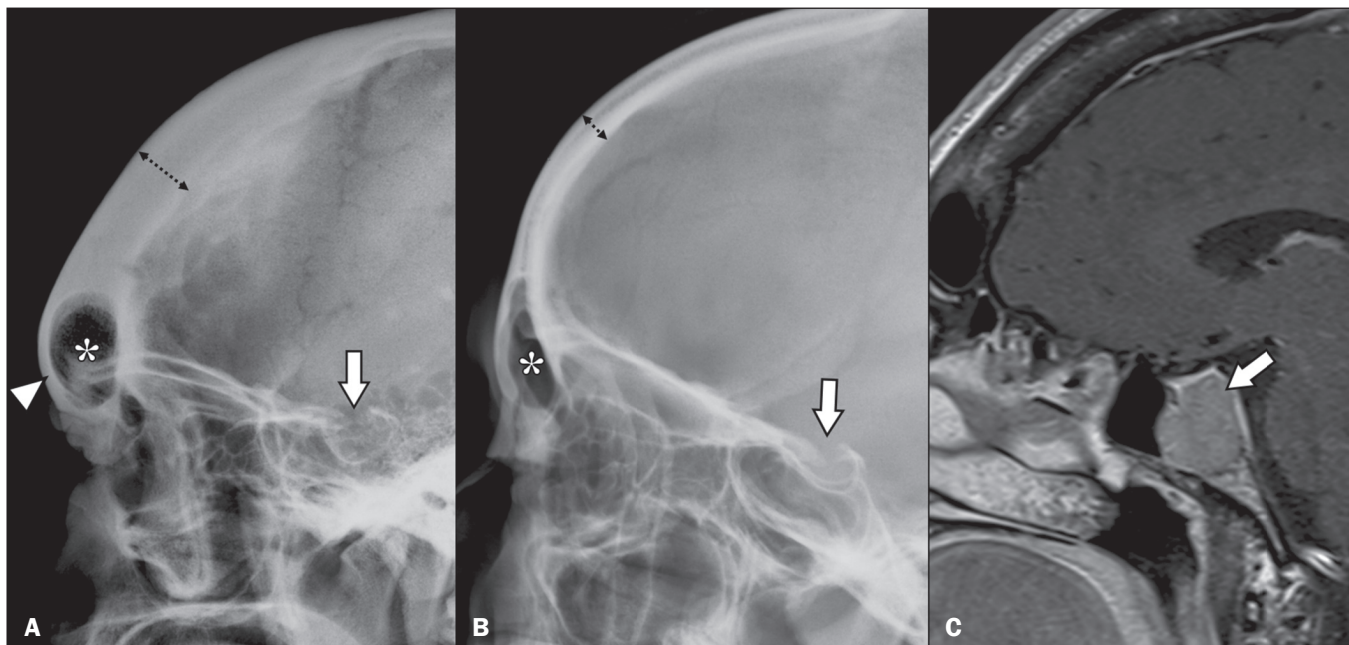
A: Radiografia do crânio em incidência lateral de paciente com acromegalia demonstrando aumento da espessura do osso frontal (seta pontilhada), proeminência da frente (cabeça de seta), aumento das dimensões do seio frontal (asterisco) e alargamento da sela turca (seta). B: Radiografia do crânio em perfil de paciente saudável, com osso frontal de espessura preservada (seta pontilhada) e dimensões habituais do seio frontal (asterisco) e da sela turca (seta). C: Ressonância magnética sagital T1 fat sat pós-gadolinio, do mesmo paciente da figura A, mostrando macroadenoma hipofisário (seta), responsável pelo alargamento da sela turca.
